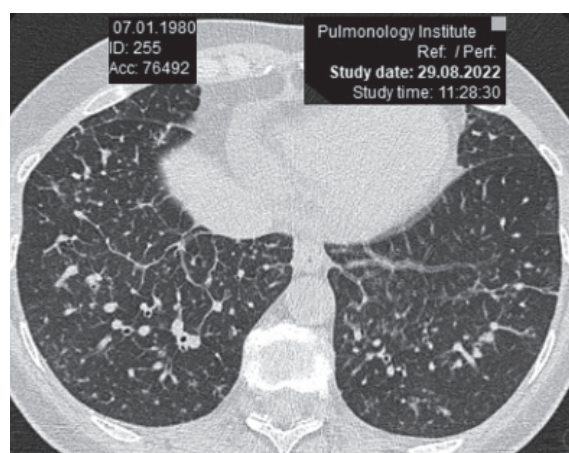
Пацієнтка Д., 42 років. КТ: лімфогенний карциноматоз легень
